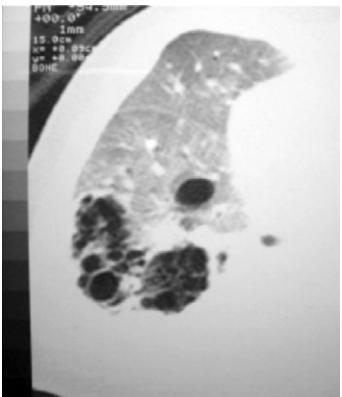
Tomografia: malformação adenomatoide cística
